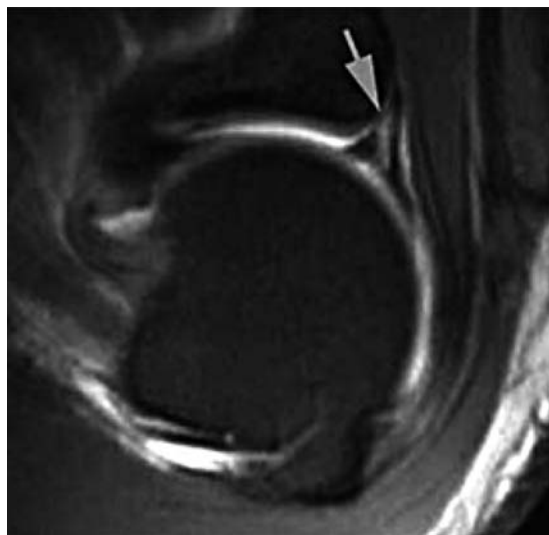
SE-T1-weighted MR arthroscopic image evidencing a fissuration (arrow) at the anchorage of the long head of the humeral biceps tendon due to a SLAP type 2 lesion.
